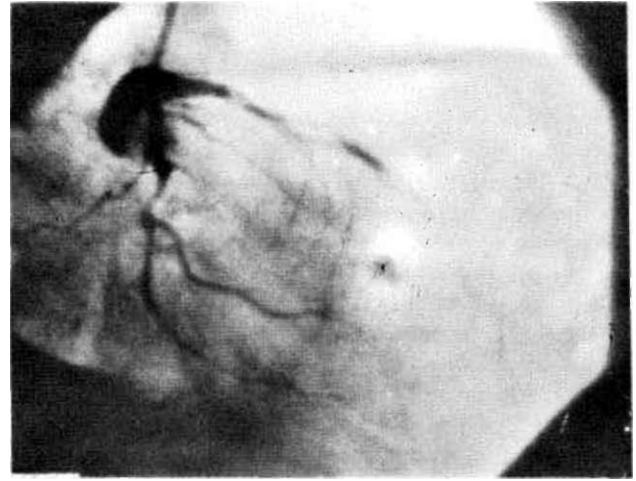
Bir olgumuzun PTCA öncesi koroner anjiyografisi
